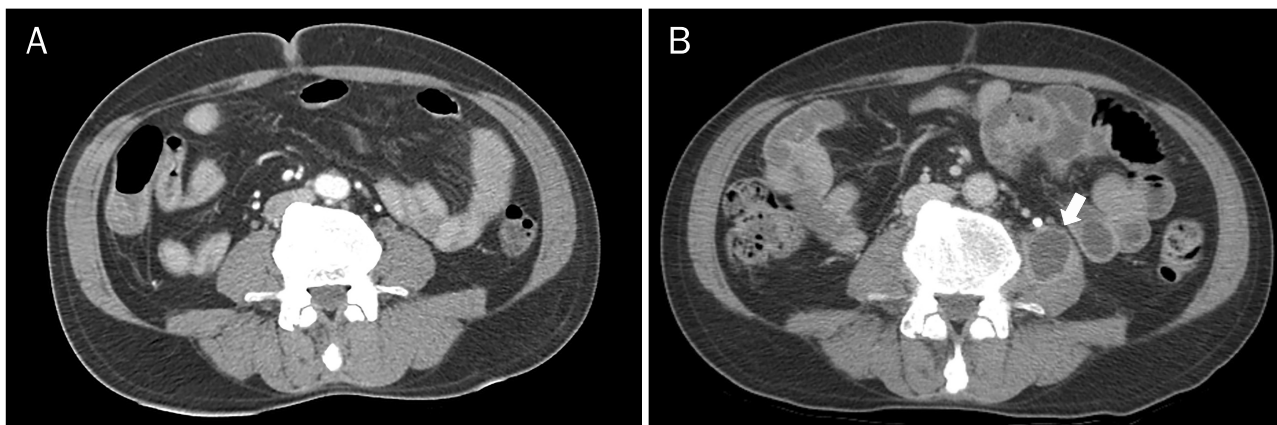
(A) Initial abdominal CT scan shows no abscess formation in both psoas muscles. (B) Abdominal CT scan taken after 30 days reveals abscess formation in left psoas muscle (arrow).
